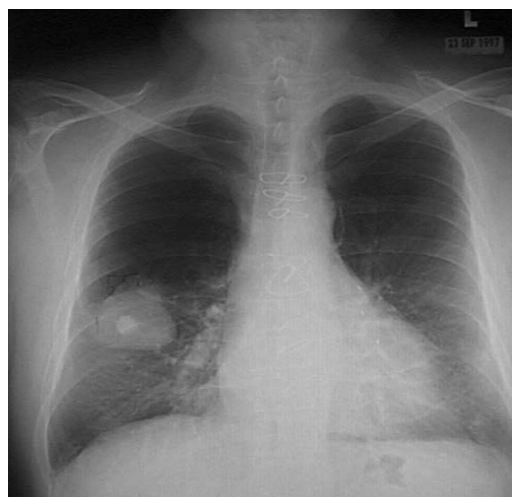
Radiografía de tórax de paciente con carcinoma de pulmón en LID.
